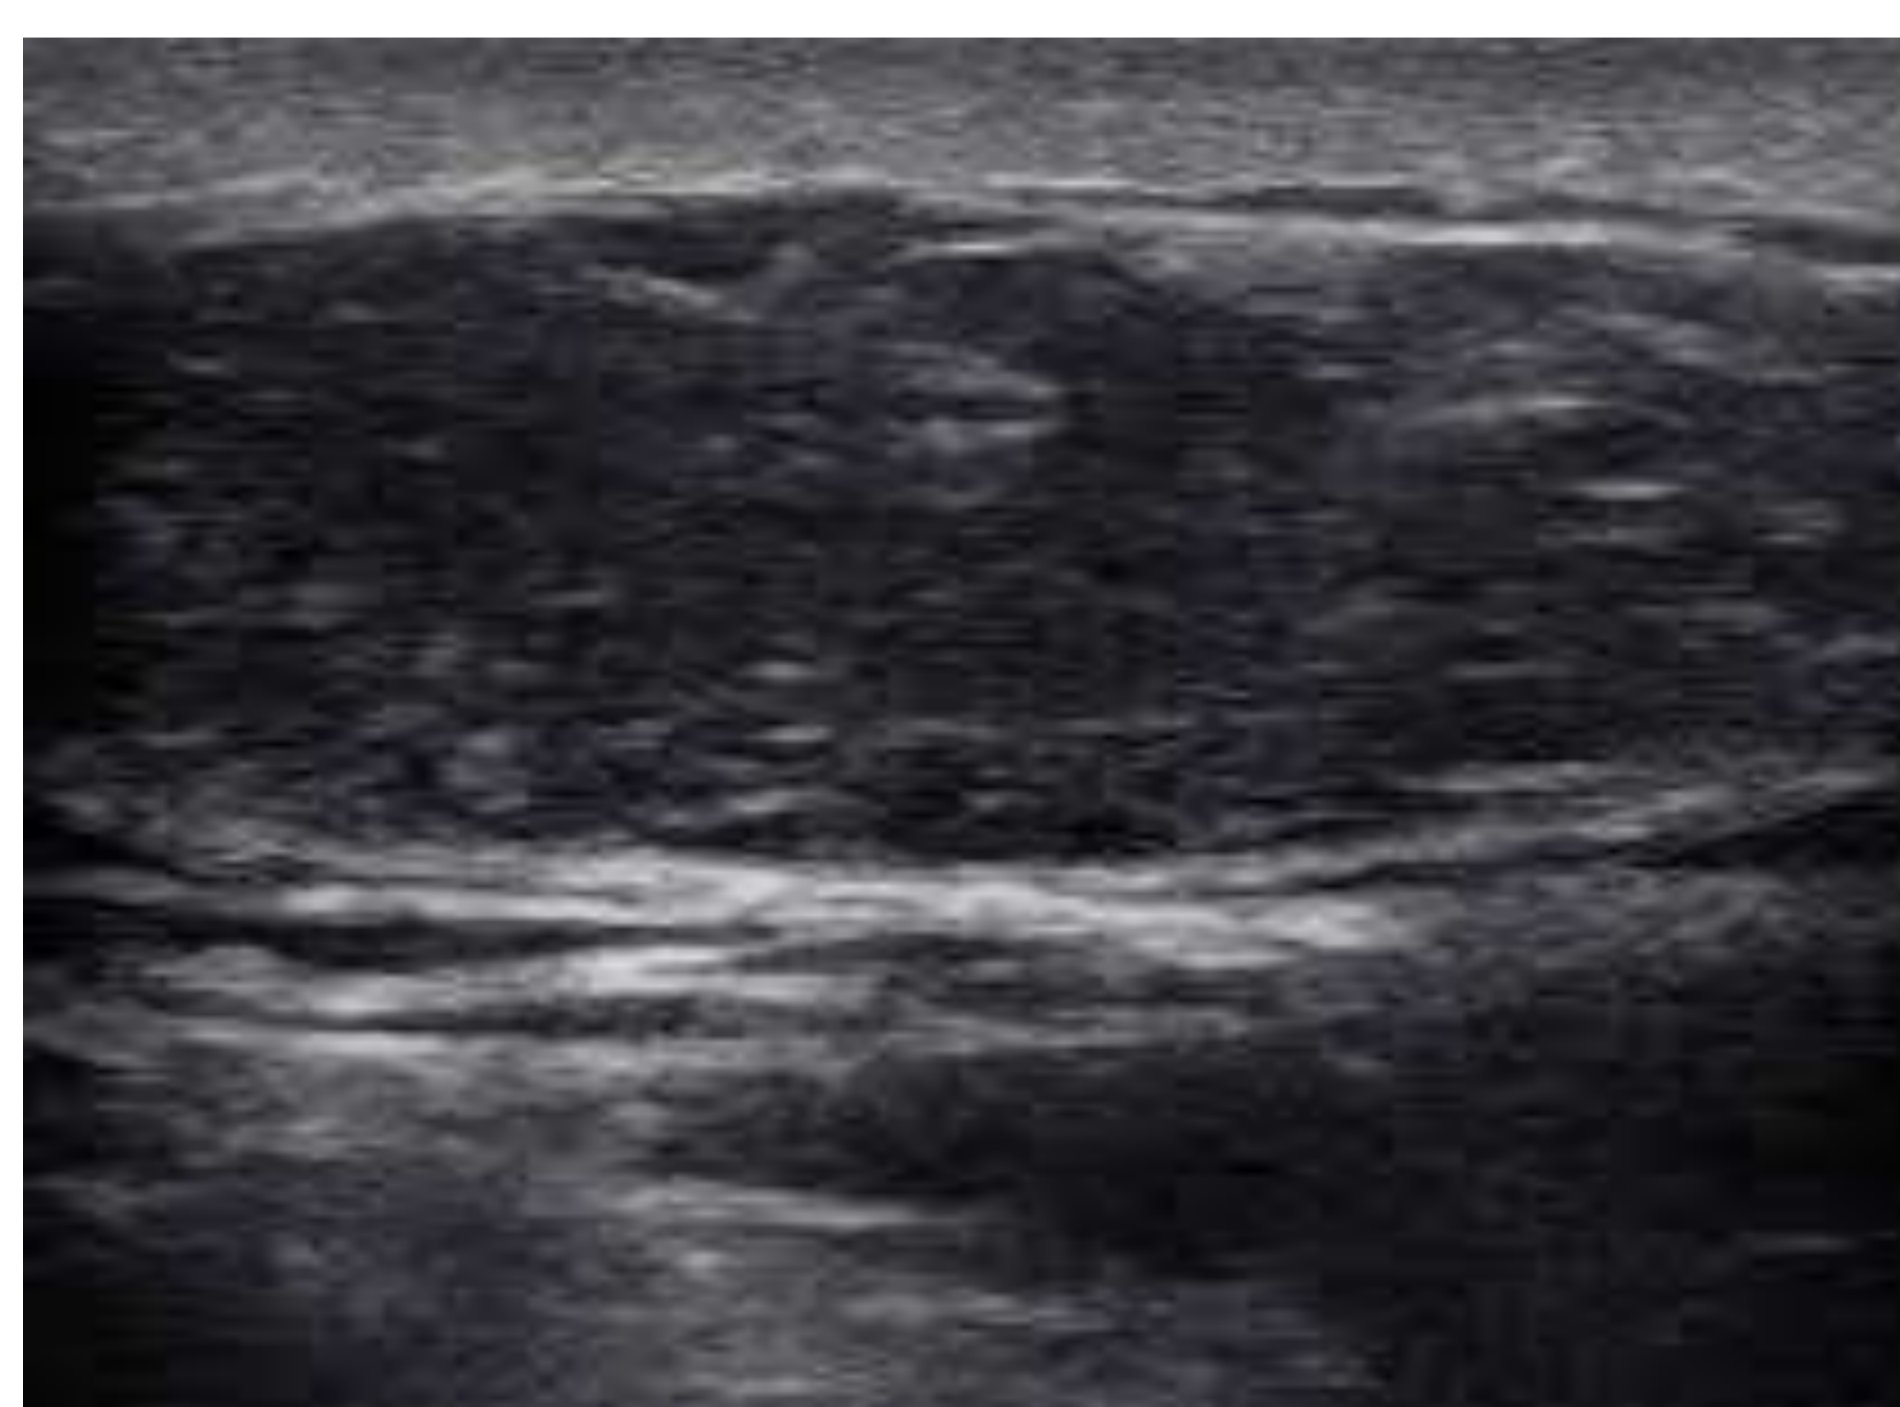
Apariencia de un lipoma en ecografía, lesión ovoidea, de bordes circunscritos, con ecogenicidad similar a la grasa circundante y homogénea.
